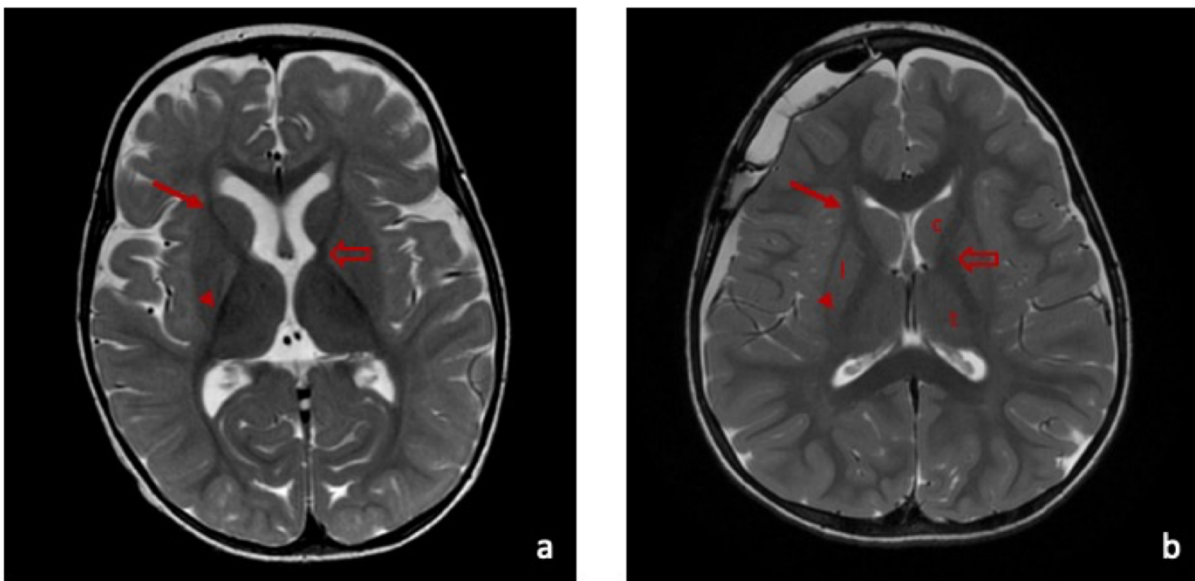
Imágenes cerebrales de resonancia magnética secuencia T2 FSE en proyección axial en diferentes pacientes. Se marcan las cápsulas internas, brazo anterior (flechas largas), brazo posterior (cabeza de flecha), rodilla (flecha vacía). Tálamo (t), caudado (c) y núcleo lenticular (l).
